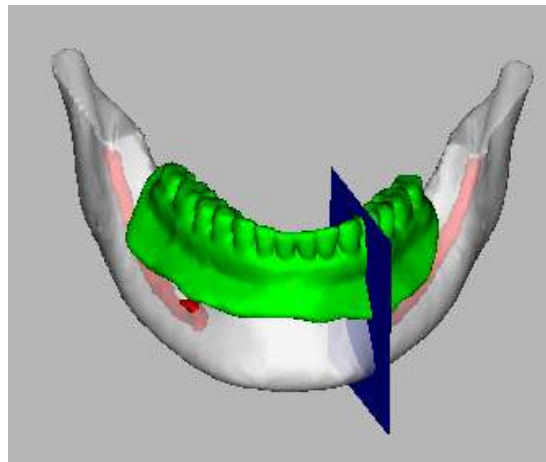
Imagem de uma tomografia volumétrica computadorizada por feixe cônico a partir de uma mandíbula humana viva e seleção da região de primeiro pré-molar.
